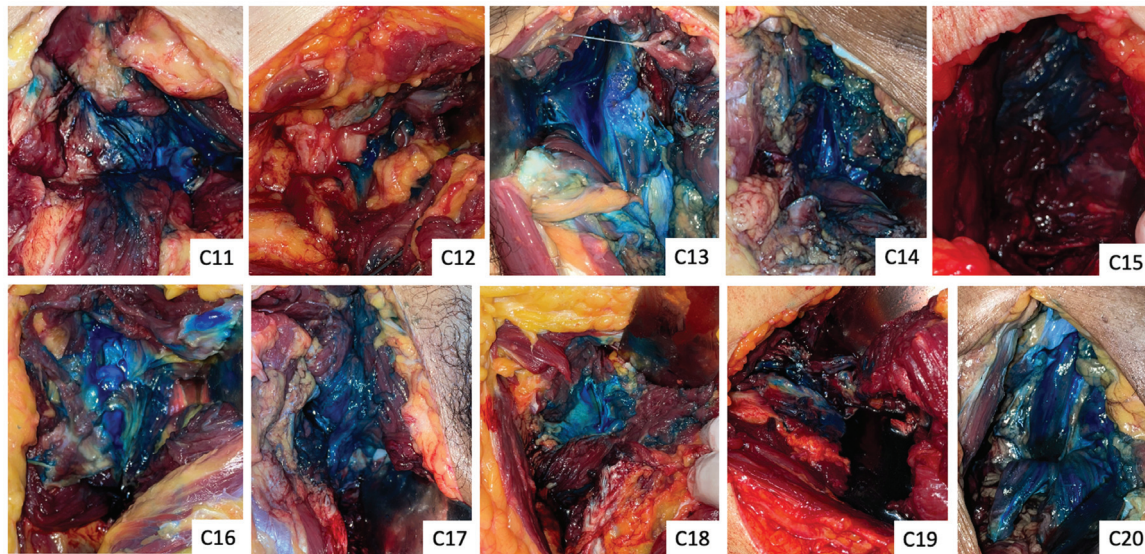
Quadril direitos do grupo submetido à técnica com ultrassonografia, com ausência de coloração da cápsula em C12. Abreviaturas: C11 a C20, cadáveres 11 a 20.
